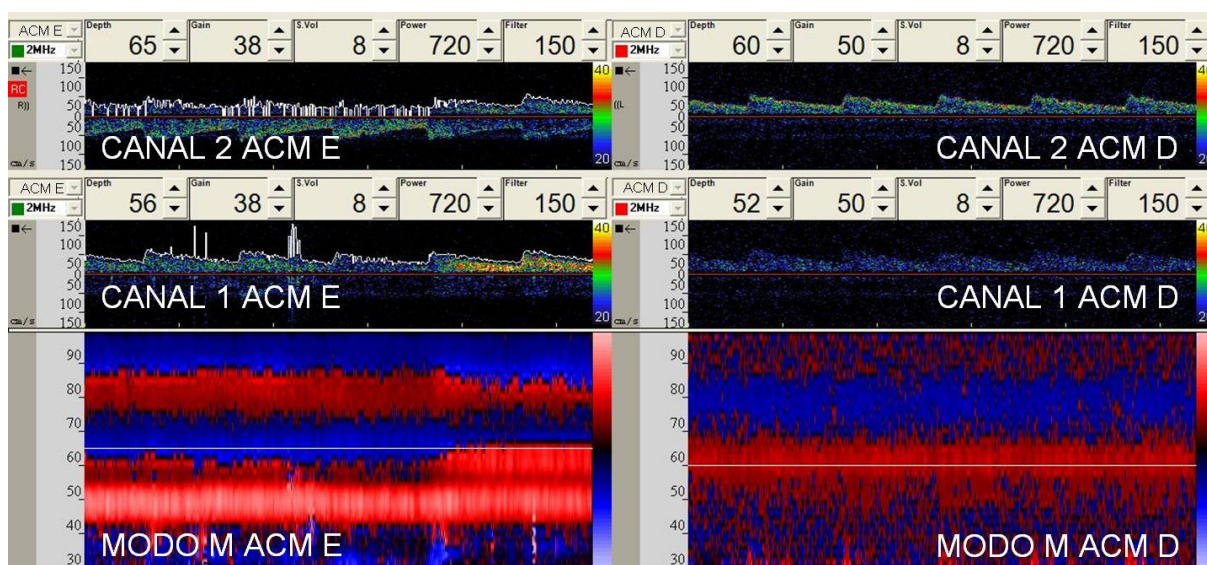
MODELO DE INSONAÇÃO POR DOPPLER TRANSCRANIANO
